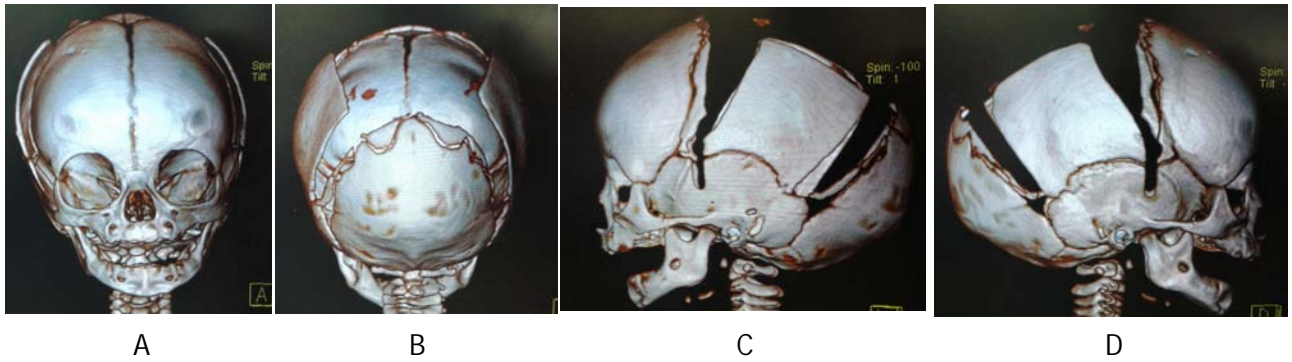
Escafocefalia, imágenes del mismo paciente del HIMFG, en el periodo post-operatorio, A) TC 3D proyección AP que muestra la apertura de la bóveda craneana de cada lado 1cm de forma simétrica, B) TC 3D Vista posterior, en donde se observa la zona de suturectomía sagital y las proyecciones traseras, respetando ambas suturas lambdoideas, C) TC 3D vista lateral izquierda, nótese la prolongación por debajo de la escama del temporal, que ocasiona la apertura del “cerrojo” esfenoideal, además de conservar la sutura coronal, la cual es funcional, D) TC 3D vista lateral derecha, se hace énfasis en la simetría con el contralateral.
